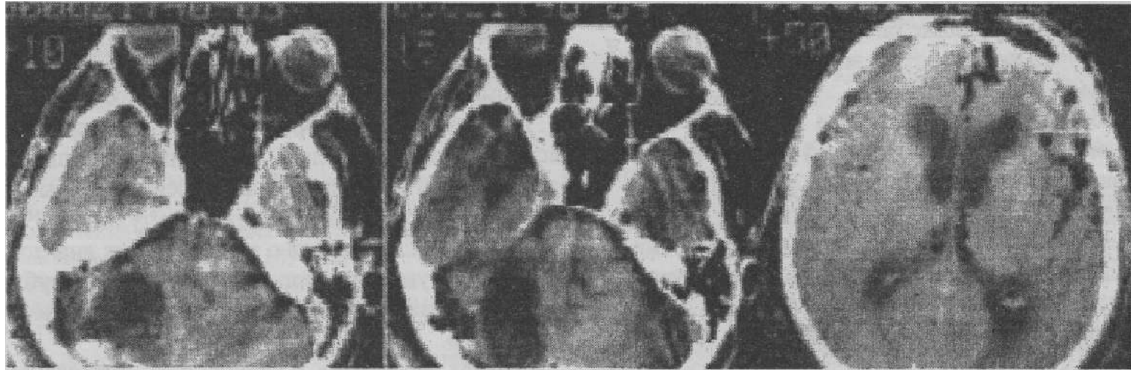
КТ того же больного после тотального удаления опухоли
